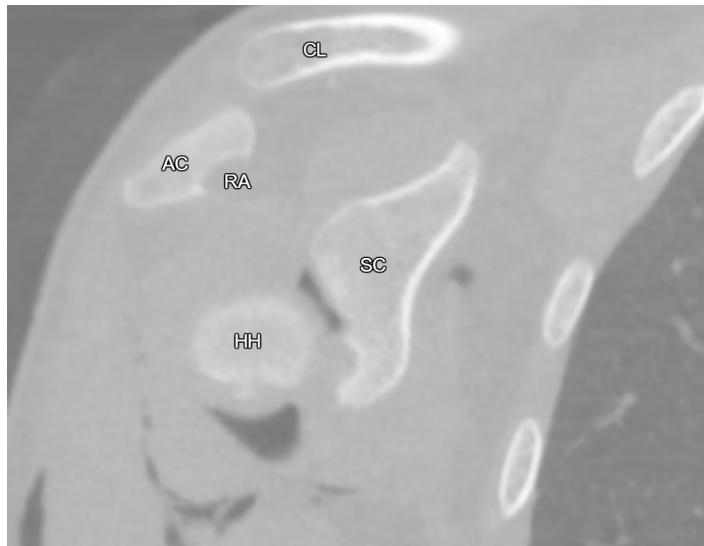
Ognisko kostniaka kostnawego w wyrostku barkowym łopatki, obraz tomografii komputerowej. (AC – wyrostek barkowy łopatki, CL – obojczyk, HH – głowa kości ramiennej OO – ognisko kostniaka kostnawego)
